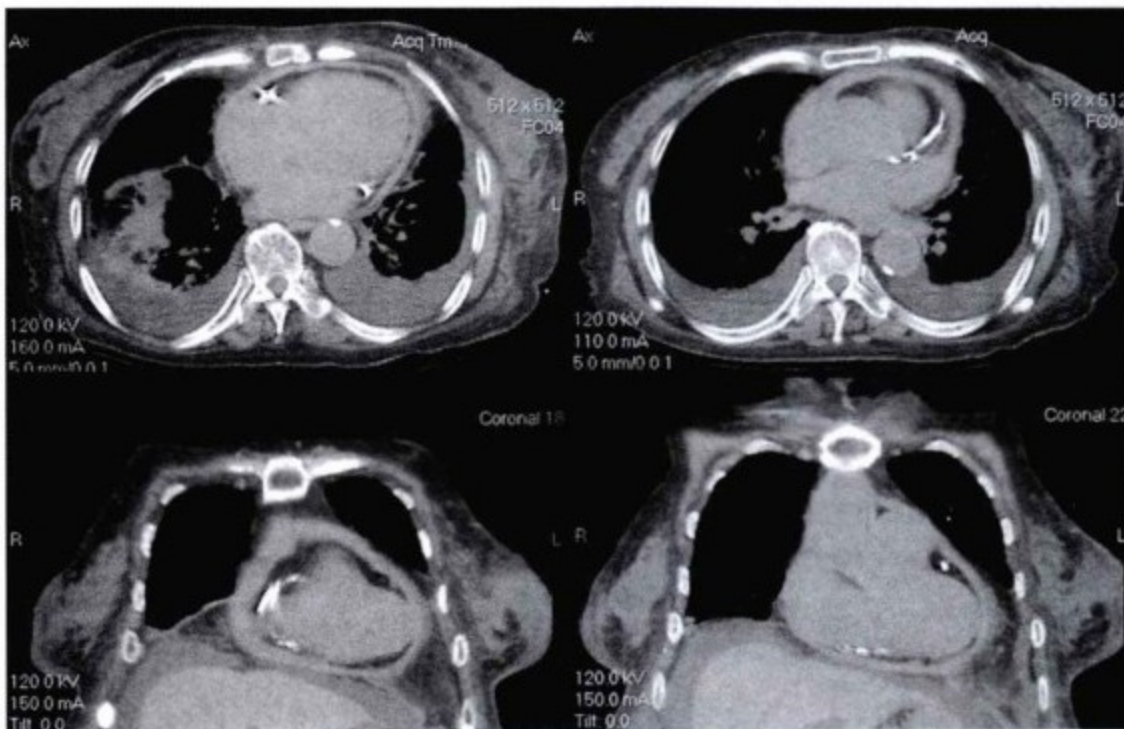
缩窄性心包炎。非增强胸部 CT。由于大部分心外膜外有脂肪层,因此可以显示增厚心包的内侧面。合并冠状动脉钙化和胸腔积液。
